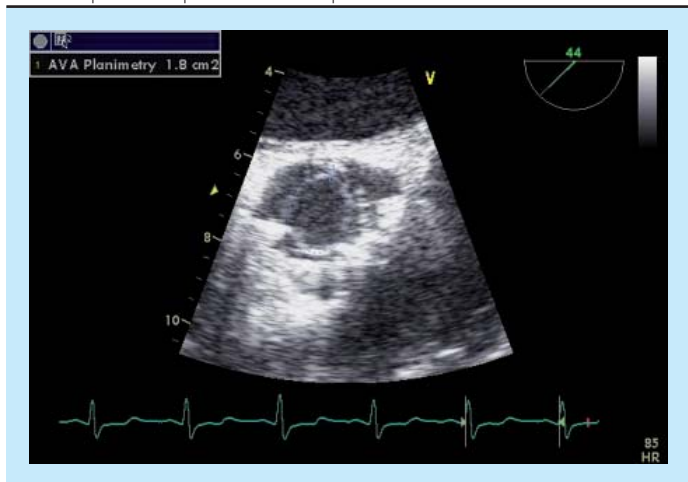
Echokardiografická kontrola implantace – výtokový trakt levé komory – rozepnutý stent v místě nativní aortální chlopně
